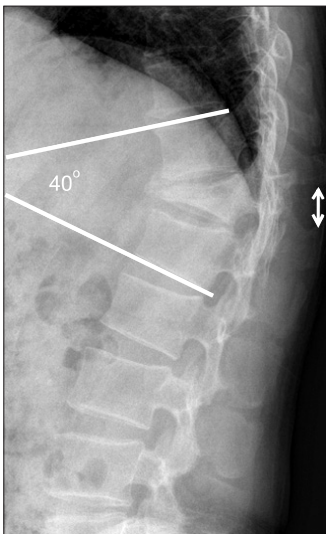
Plain radiograph of the thoracolumbar spine, taken in our hospital at 14 months after injury, shows approximately 80% collapsed anterior body height of T12 with kyphotic deformity of 40 degrees and significant interspinous widening (arrow) between T11 and T12.
